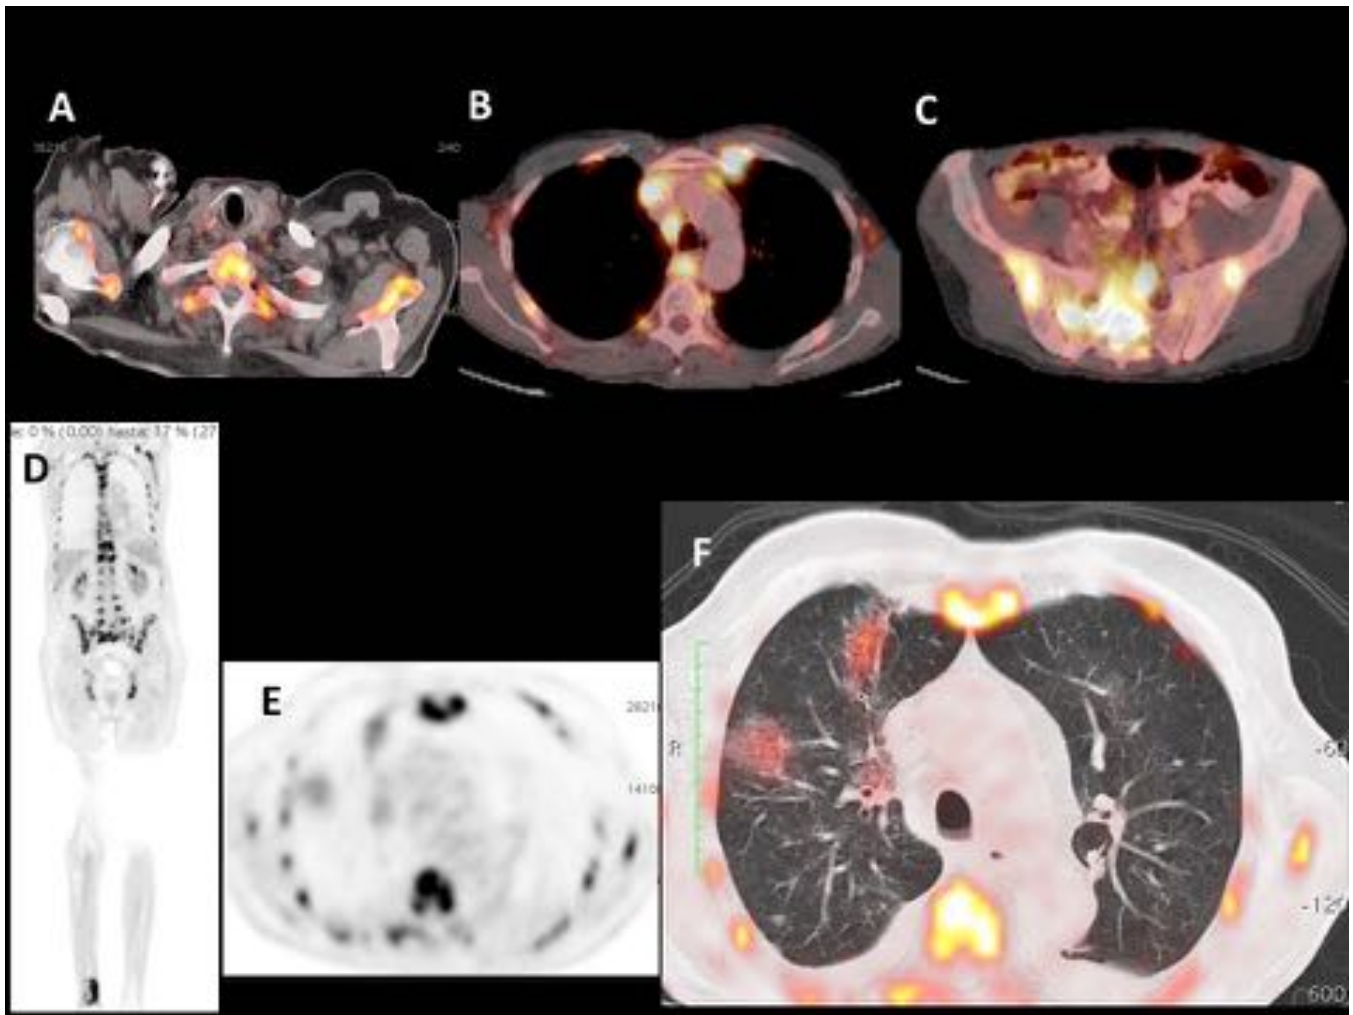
18FDG-PET/TC Verdadero positivo. Paciente varón con LDCGB en estadio IV. El PET/TC muestra aumento de la captación de 18FDG en adenopatías paratraqueales derechas (B), huesos (A-F), incluyendo la tibia distal derecha (D) y en el parénquima pulmonar (E-F). La biopsia transbronquial confirmó la afectación pulmonar.
